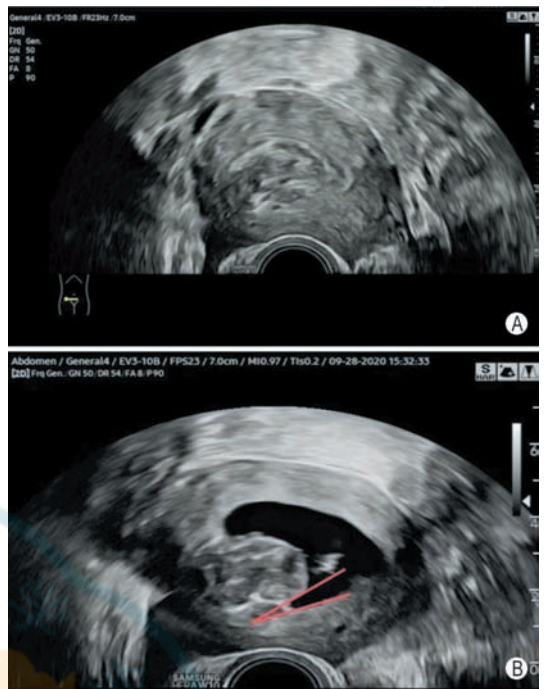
黏膜下肌瘤声像图 A：经阴道常规超声横切面可观察到肌瘤凸入宫腔内，但宫腔处于闭合状态，难以评估肌瘤凸入宫腔的程度；B：生理盐水灌注宫腔声学造影（SIS）横切面显示肌瘤与子宫内
